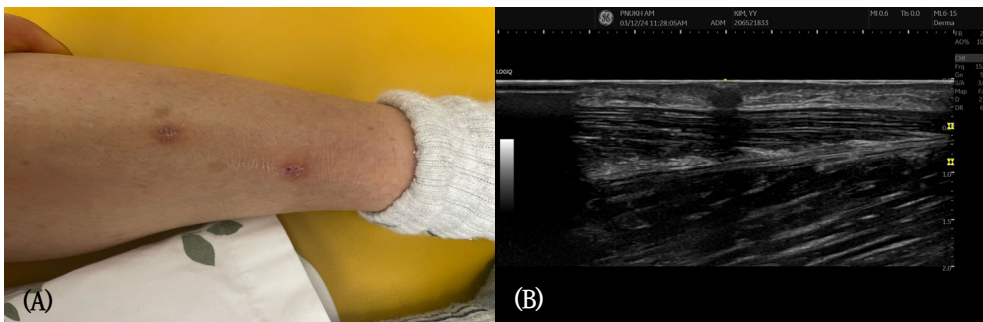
(A) Skin Condition after Stitch Out; (B) Post-Observation Using Ultrasound Image.
